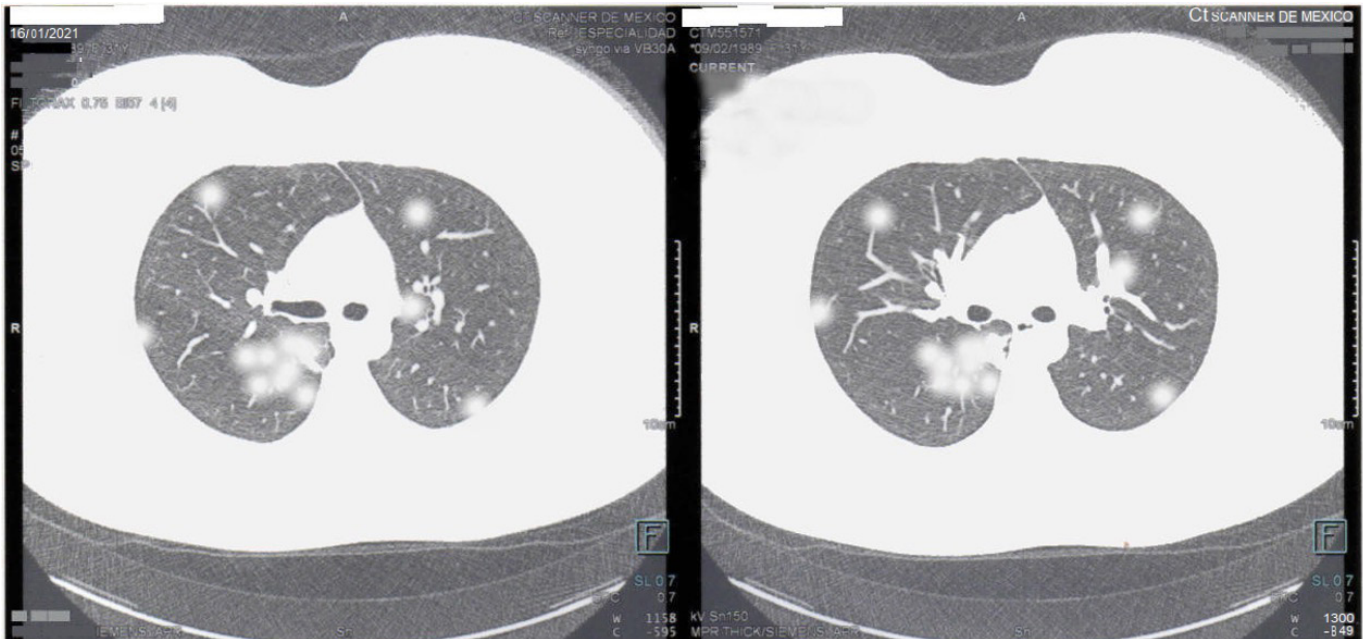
Tomografía de tórax de la paciente que muestra parénquima pulmonar con zonas aisladas de consolidación pleural y áreas de vidrio despulido sugestivas de neumopatía asociada a COVID-19, al inicio del año 2021.
